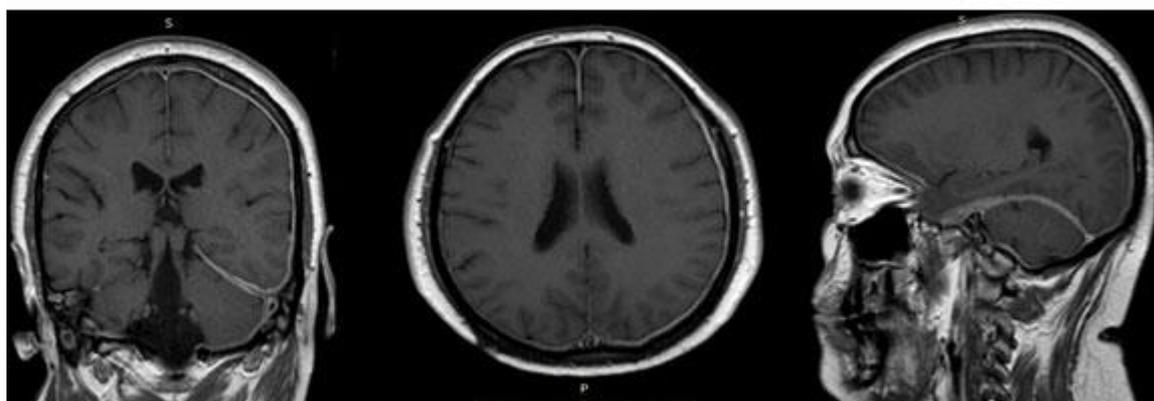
(Caso 6): Engrosamiento meníngeo visto por RMN.
